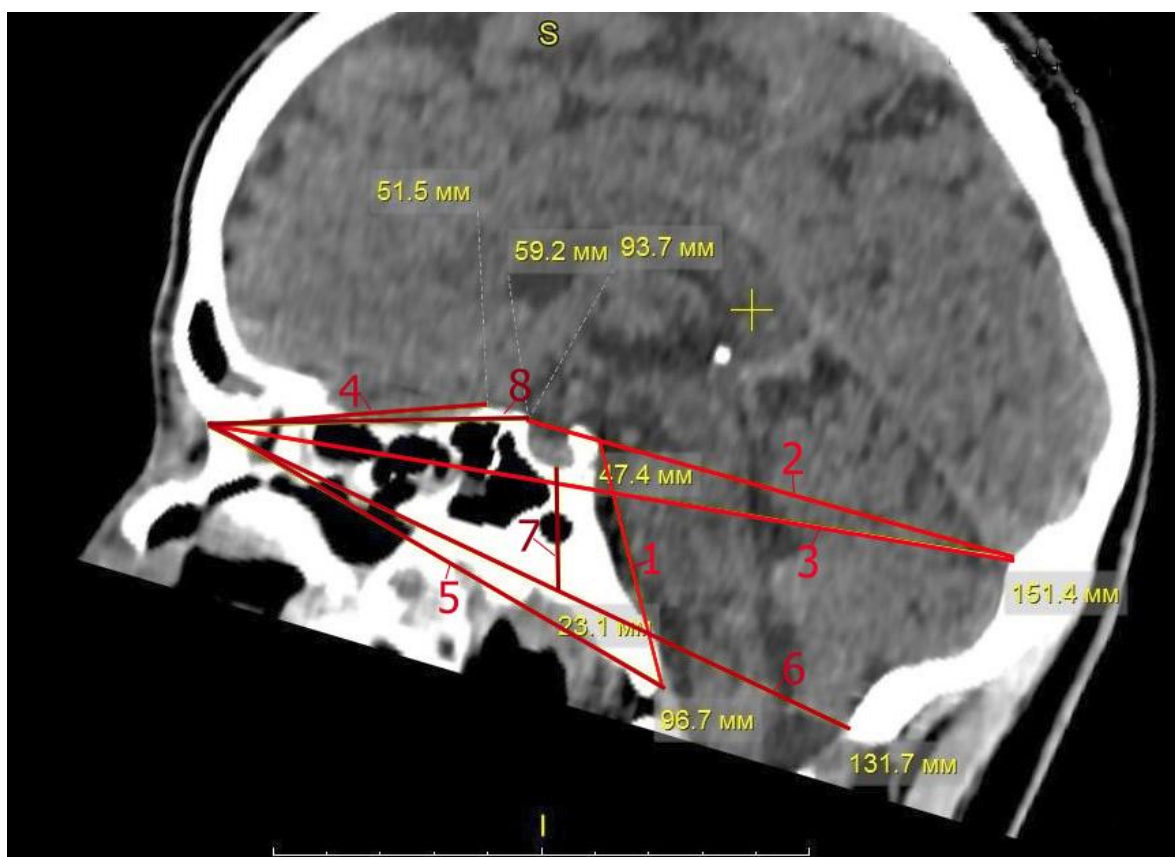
Краниотопографічні лінії на КТ знімках голови людини зрілого віку:
